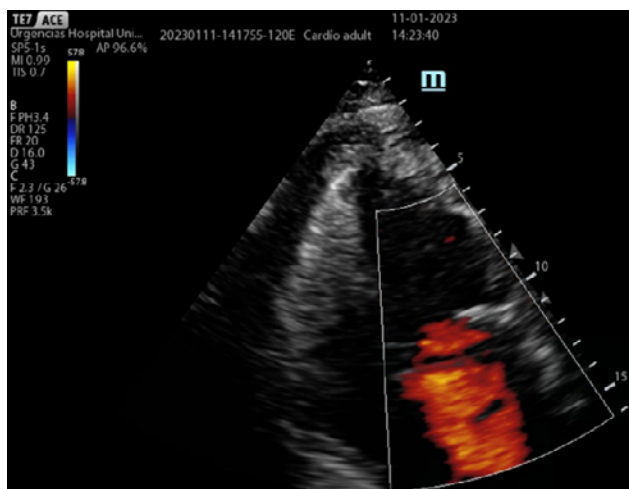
Ecografía cardiaca focalizada a pie de cama en modo Doppler color en la que se observa insuficiencia periprotésica.
